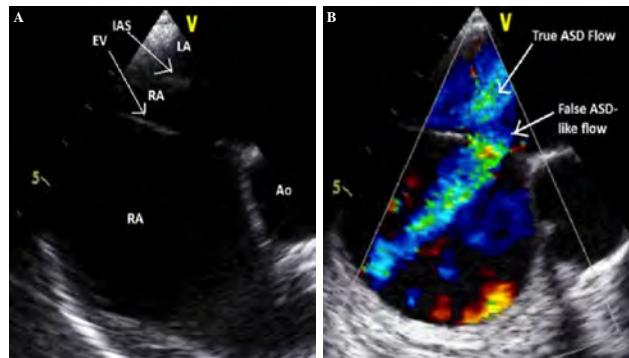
Transesophageal echocardiography in the mid-oesophageal short-axis view at the aortic valve level with (B) and without (A) color Doppler showing the prominent Eustachian valve with the atrial septal defect-like flow that can be easily misdiagnosed resulting in an unnecessary percutaneous or surgery intervention. RA,right atrium; LA,left atrium; Ao,aorta; EV,Eustachian valve.
